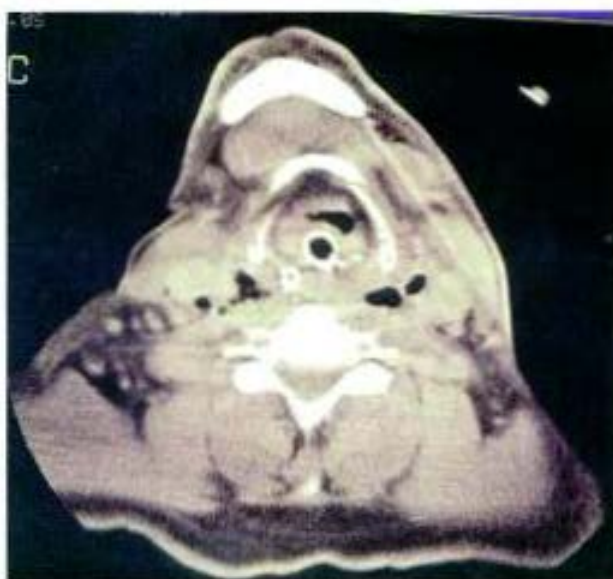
TAC CERVICAL QUE MUESTRA LAS BURBUJAS AÉREAS QUE DISECAN PLANOS MUSCULARES.
